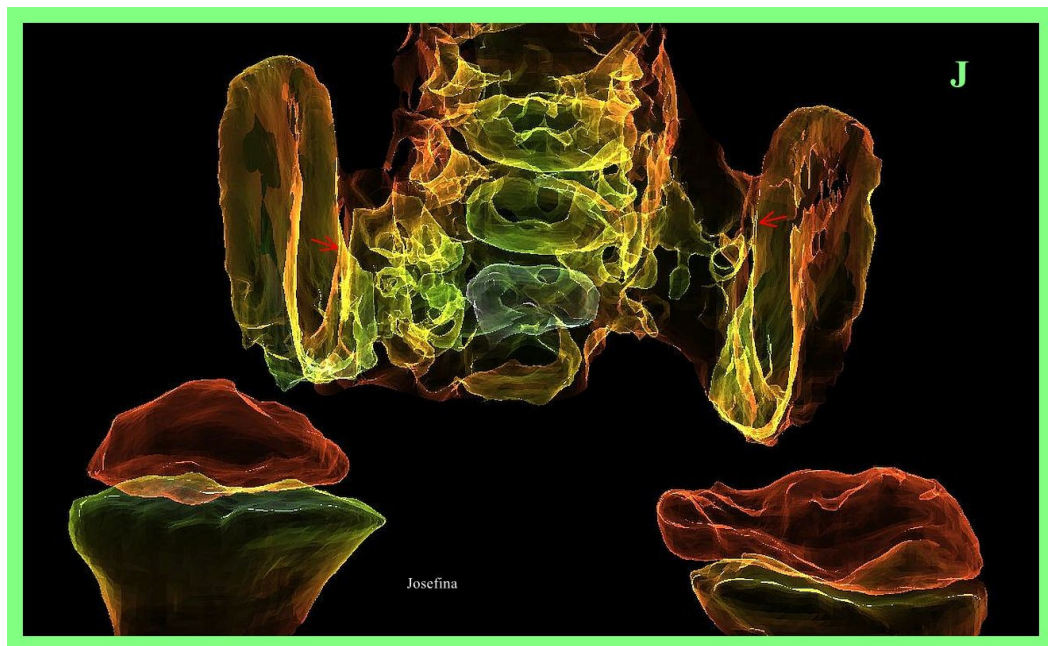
TC 3D de 'Josefina' en semitransparencia que muestra que las 3 vértebras inferiores se conectan a los huesos pélvicos verticales mediante articulaciones sacroilíacas (flecha roja), formando una configuración en H de la cintura pélvica y careciendo del componente anterior. Las articulaciones de la cadera se ubican inferiormente y están orientadas en dirección anteroposterior.
